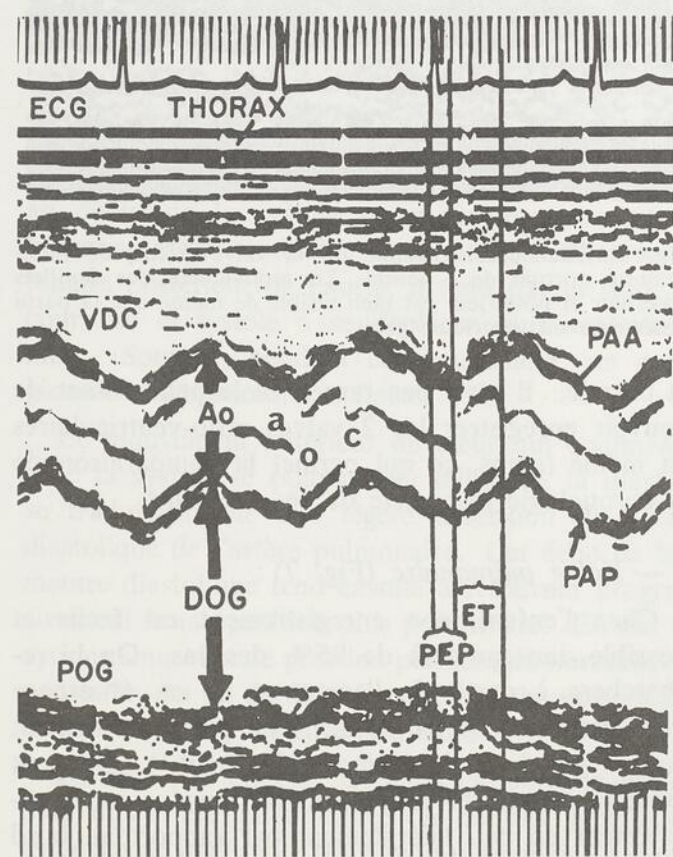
Echocardiogramme de la valve aortique (position 4) montrant les relations de celle-ci avec l'oreillette gauche. Les lignes verticales épaisses démontrent la façon de mesurer les dimensions de l'AO et l'OG. Les lignes verticales minces tirées à partir du début du QRS, de l'ouverture valvulaire (o) et de la fermeture valvulaire (c) permettent de calculer les intervalles systoliques gauches. PEP (q — o): période de pré-éjection; ET (o — c): temps d'éjection. Noter la dilatation inhabituelle de l'OG, cet écho ayant été enregistré chez une fillette de 18 mois atteinte de fibro-élastose de l'endocarde.
